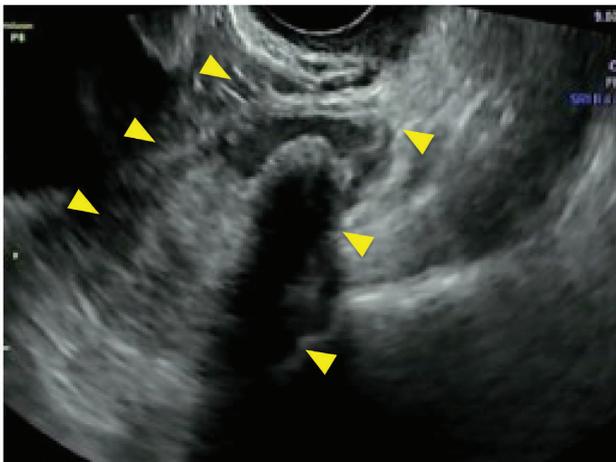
超音波検査 左卵巣腫瘍 内部に充実部分あり。
